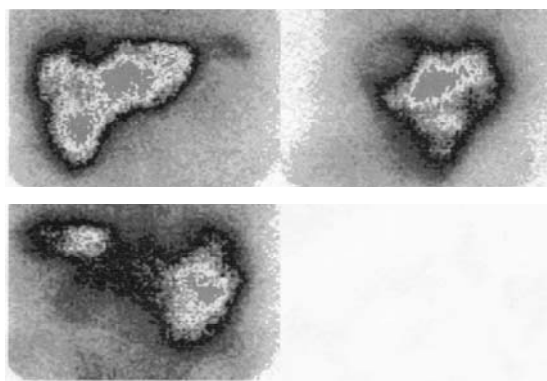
Сцинтиграфія пацієнта Я. у трьох проекціях. Множинні крайові метастази печінки
